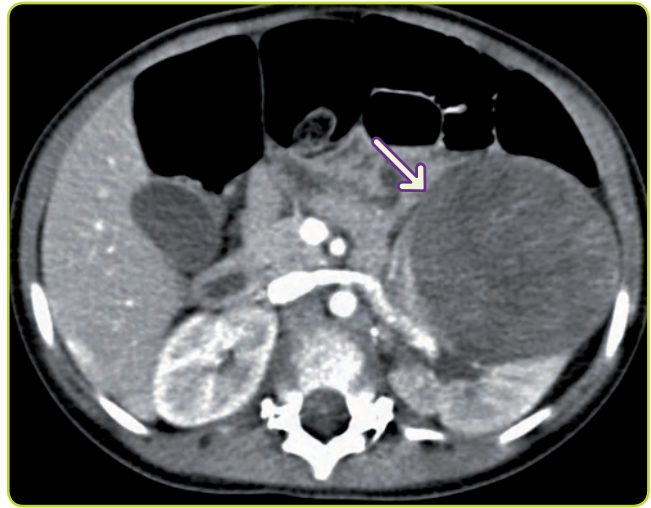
Tumor de Wilms en riñón izquierdo (flecha) en una TC con contraste (compárese con el riñón derecho).
